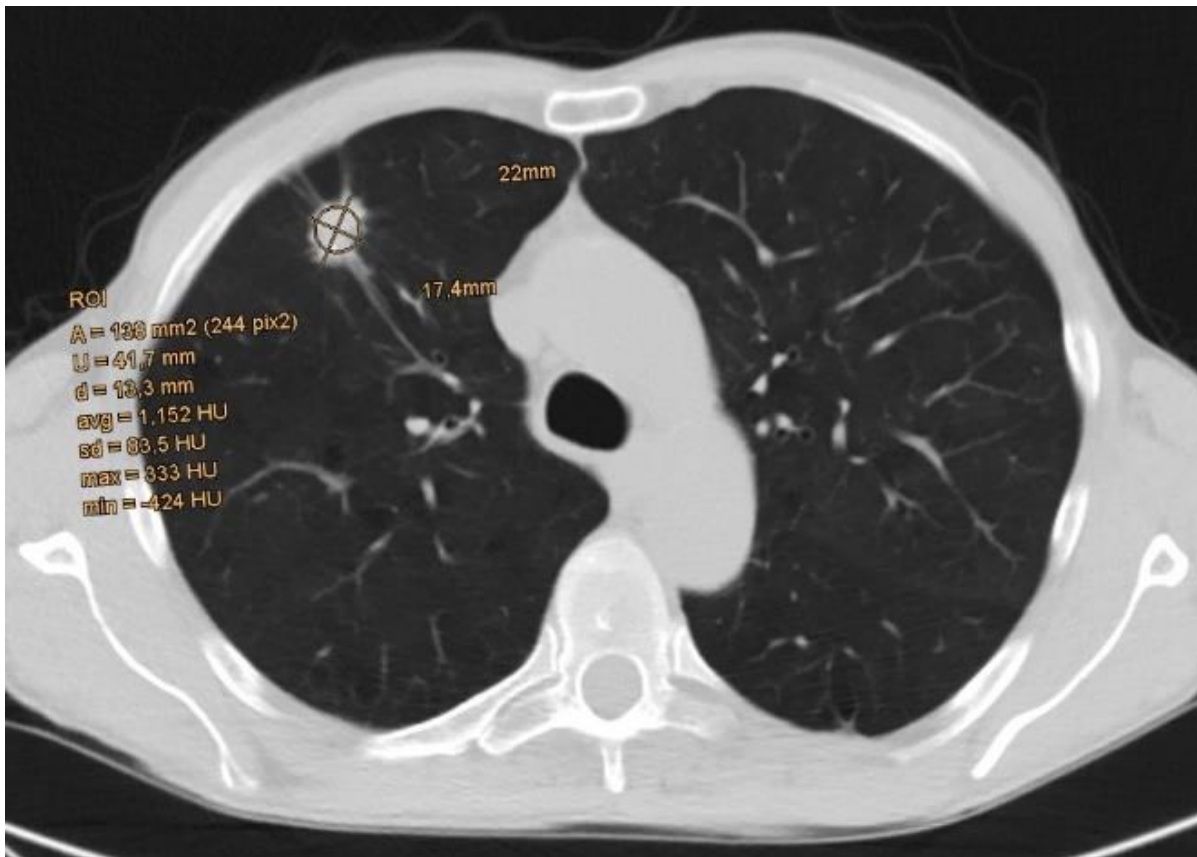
CT-Thoraxaufnahme in Transversalebene, Lungenfenster: pulmonaler Rundherd
